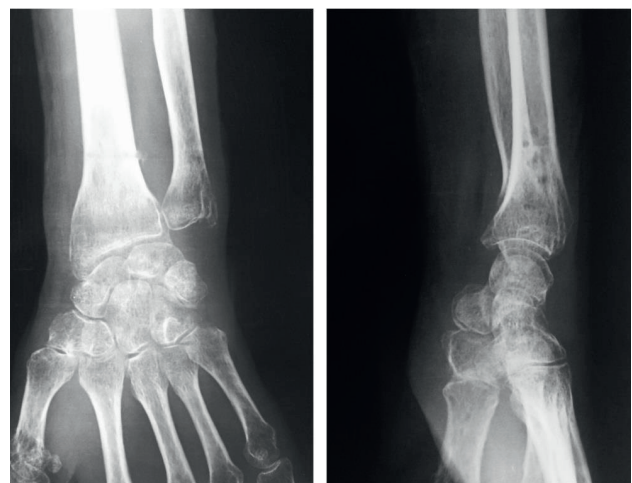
Anteroposterior and lateral wrist radiography up to 6 weeks postoperatively after K-wiring and plaster removal.
